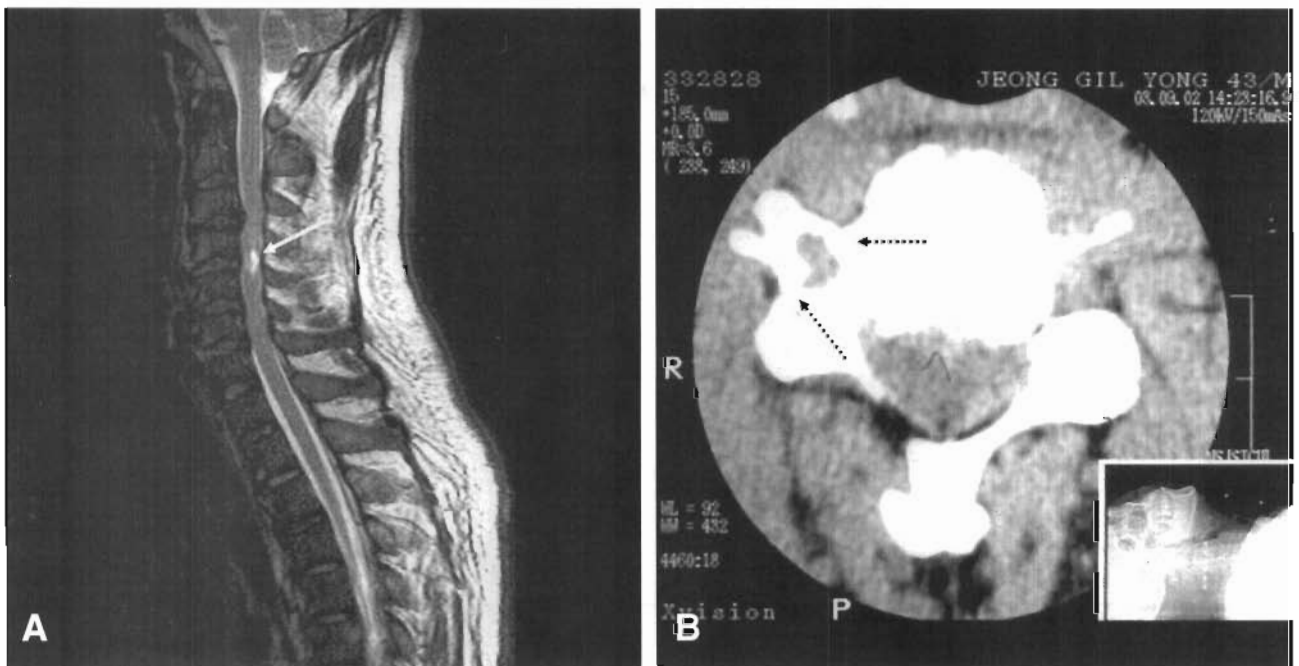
Cervical MRI (A) and CT(B) finding in case 1. Arrow in (A) indicate the cervical cord signal change at C4 level and broken arrow in (B) indicate the fracture of C4 transverse process.
